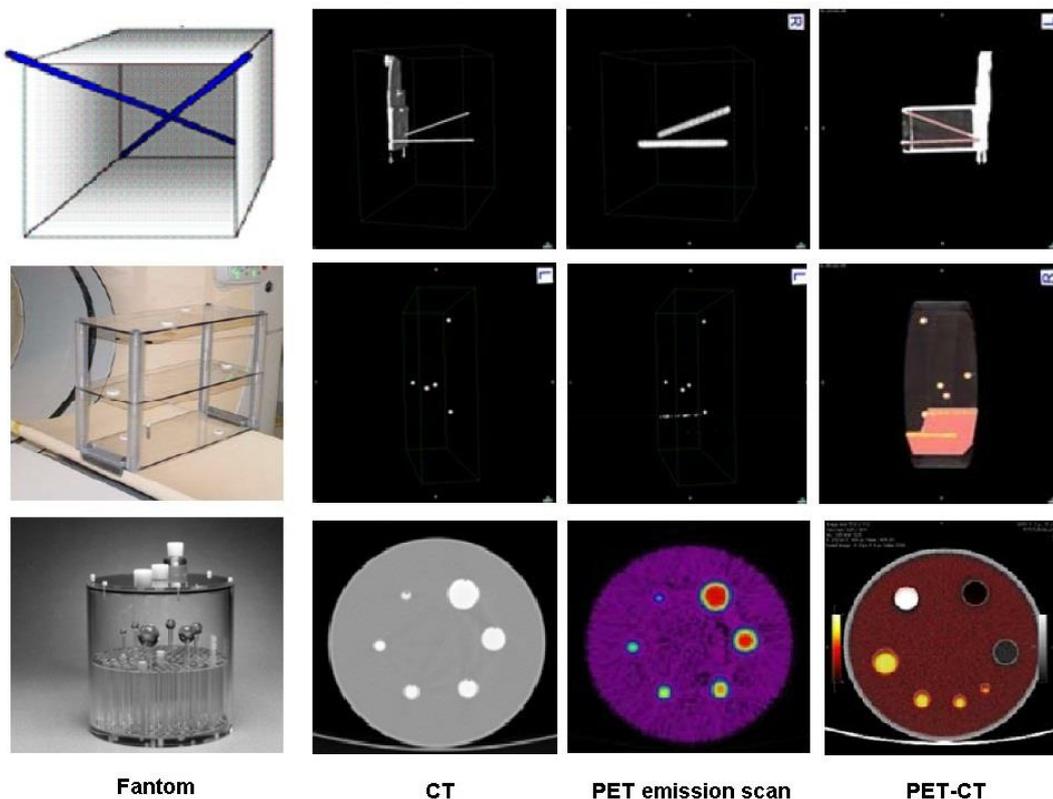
Teste de fusão das imagens PET-CT. Fonte: DAHLBOM, 2008; KNESAUREK, 2008.
